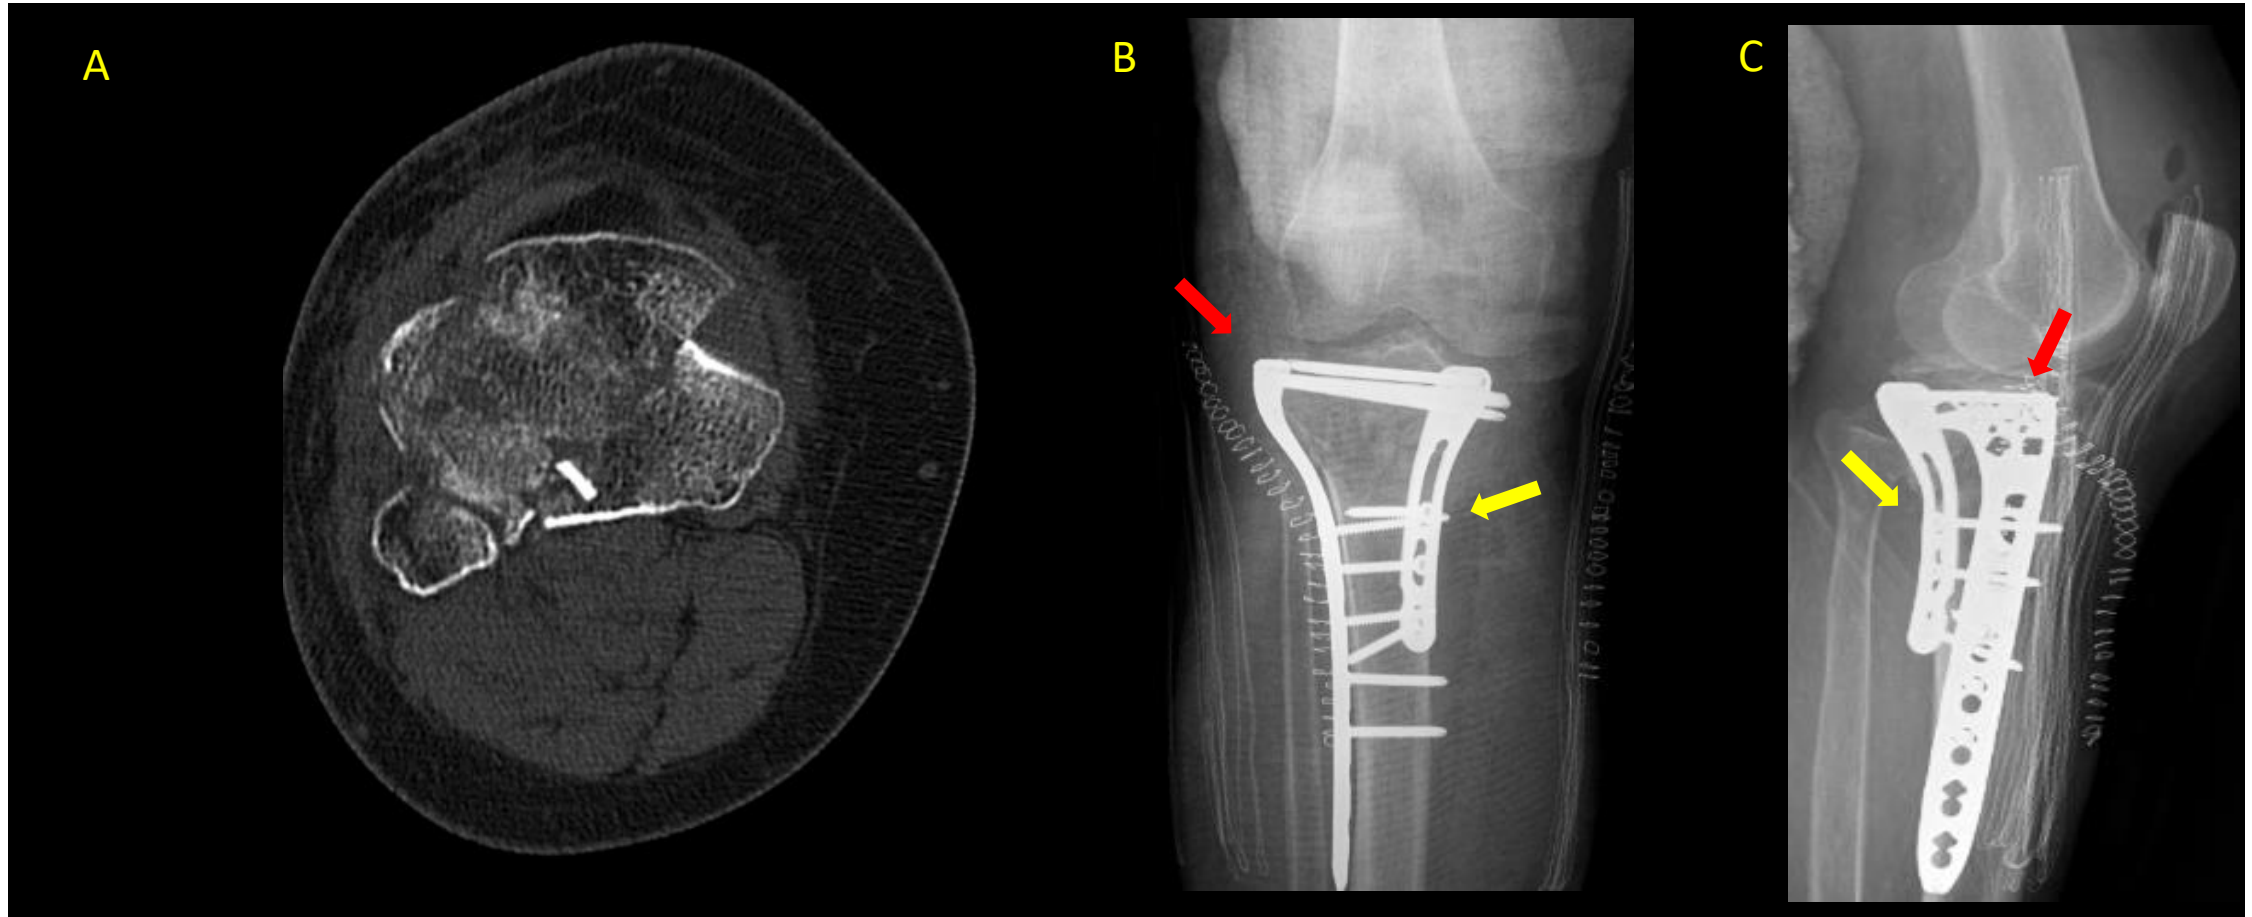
Vista axial de TC de rodilla (ventana hueso). Fractura multifragmentaria con afectación de las tres columnas con fragmentos independientes. Radiografía AP (B) y lateral (C). Cambios postquirúrgicos con placas y tornillos posteromedial (flecha amarilla) y anterolateral (flecha roja)
